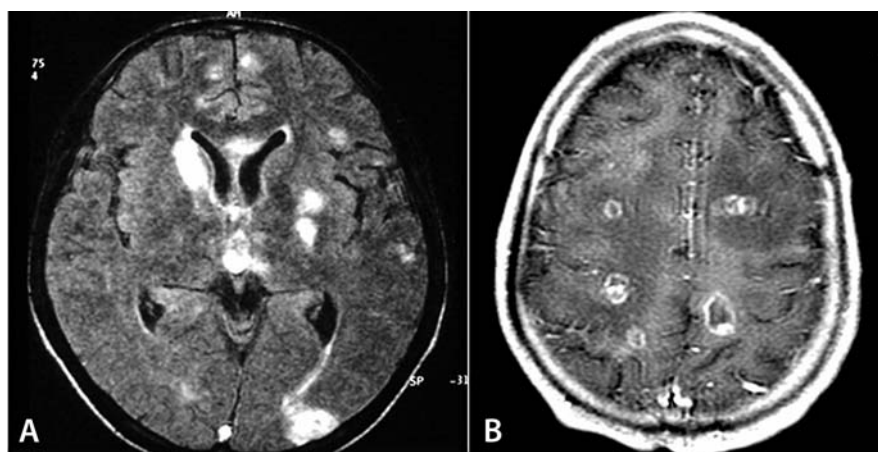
Multiplicidade de lesões. Imagens axiais A) “FLAIR” T2 e B) T1 pós-contraste.
